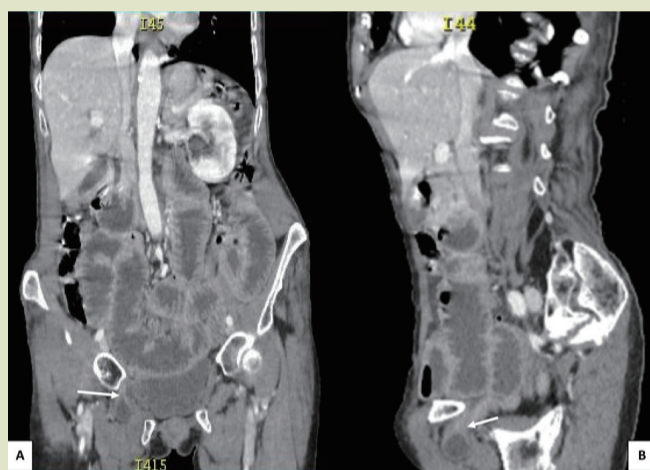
冠状位（A）和矢状位（B）CT扫描显示右侧闭孔疝，内容为肠袢（箭头：肠袢的口径差异）
